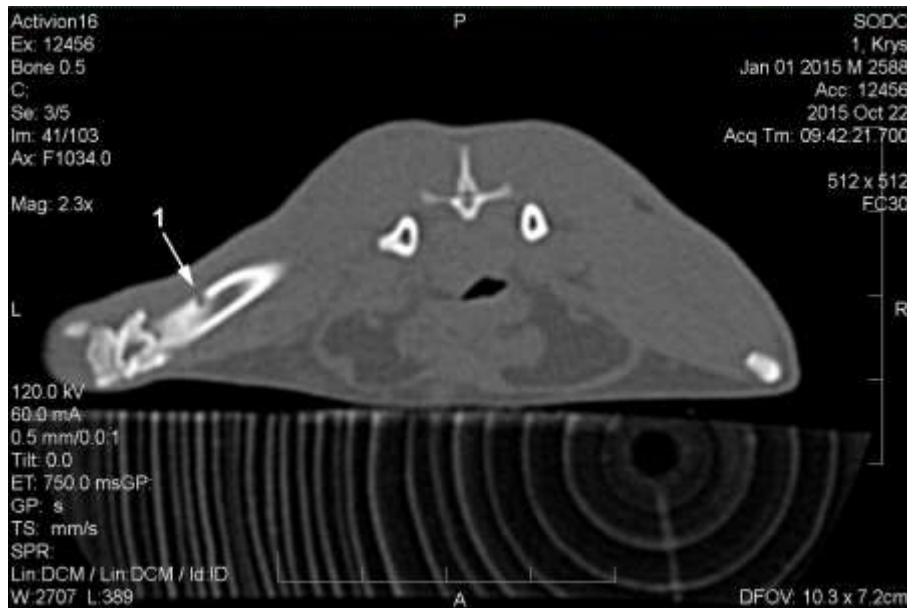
Комп'ютерна томограма стегнових кісток щура контрольної групи на 15-ту добу після нанесення дефекту. Ліва стегнова кістка з дефектом округлої форми (1).
